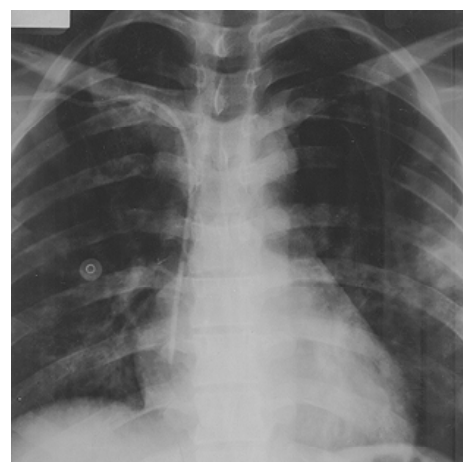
Chest X-ray for the second day.
